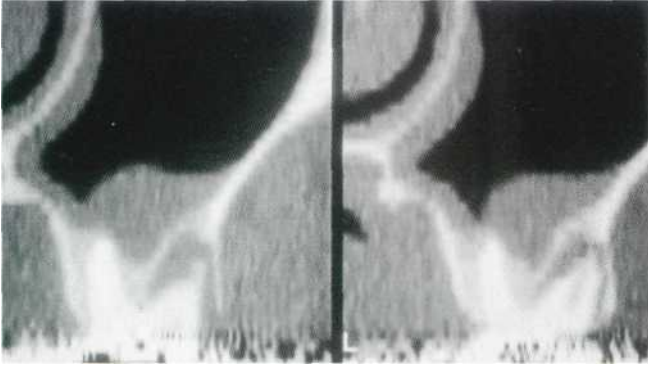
Lesión periapical en el segundo molar superior que erosiona el suelo del seno maxilar y provoca patología sinusal (detalle de la tomografía computarizada).
